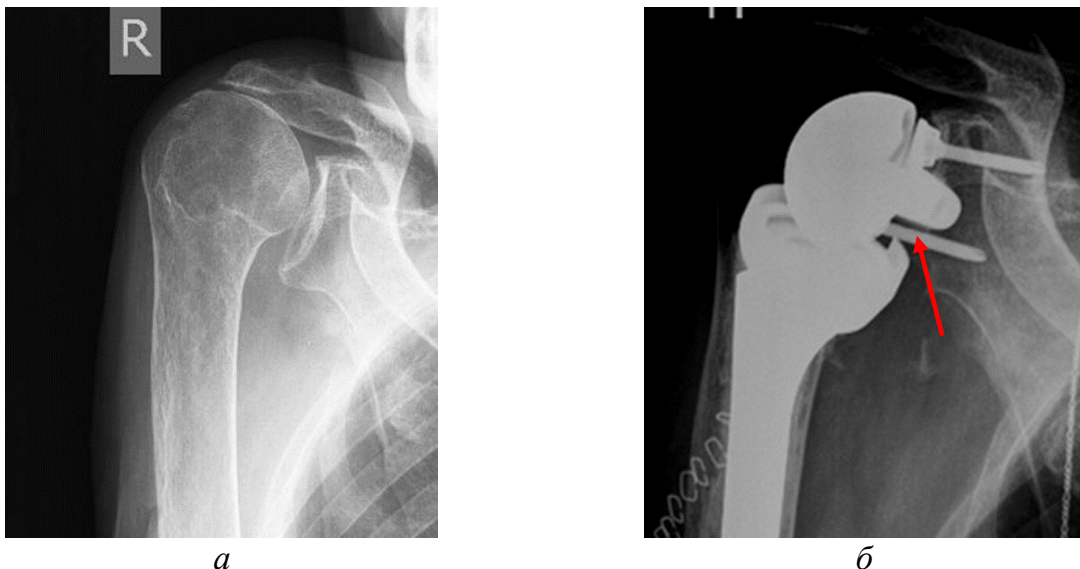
Рентгенограммы плечевого сустава пациентки Б.Н.А., 80 лет:
